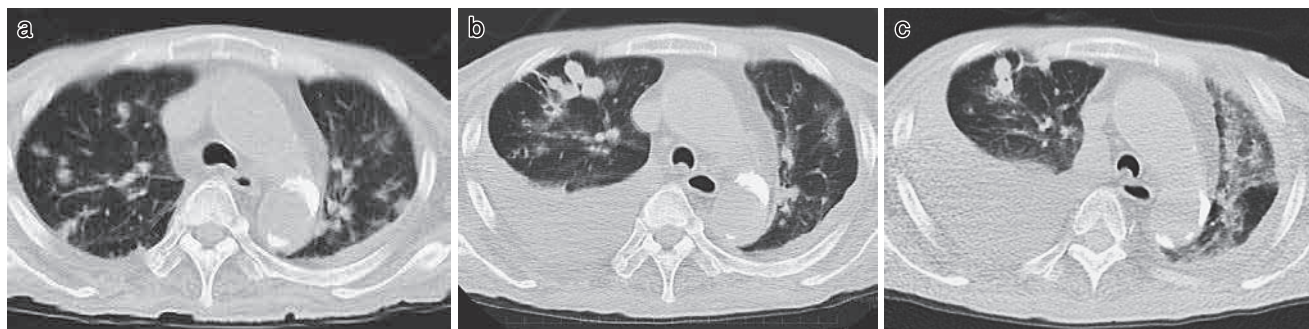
胸部 CT (a: 入院時, b: 入院 15 日目, c: 入院 29 日目). 両肺に境界不明瞭な結節影が多発する. 入院後胸水の貯留を認める.
